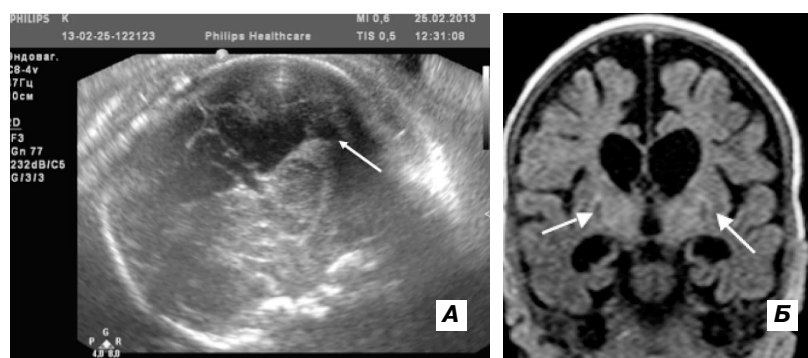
Інфекційно-асоційовані аномалії головного мозку плода (материнська ВІСІ інфекція): А – на ехограмі мозку плода – тяжка гідроцефалія з тотальним розширенням желудочкової системи, кистозна ПВЛ (стрілка); Б – на магнітно-резонансній томограмі (коронарна Т1 GRE) новонародженого – кистозні очаги скорлупи з двох сторін, прогресування внутрішньої і зовнішньої гідроцефалії.
